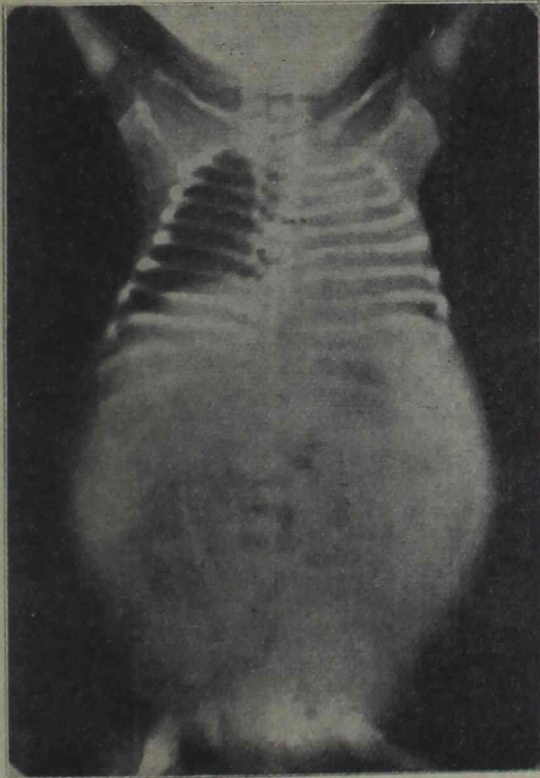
Radiografía de tórax frente. Ver interpretación en el texto
